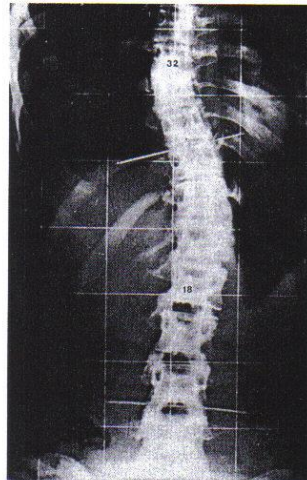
Röntgenbild bei korrigierter Haltung
